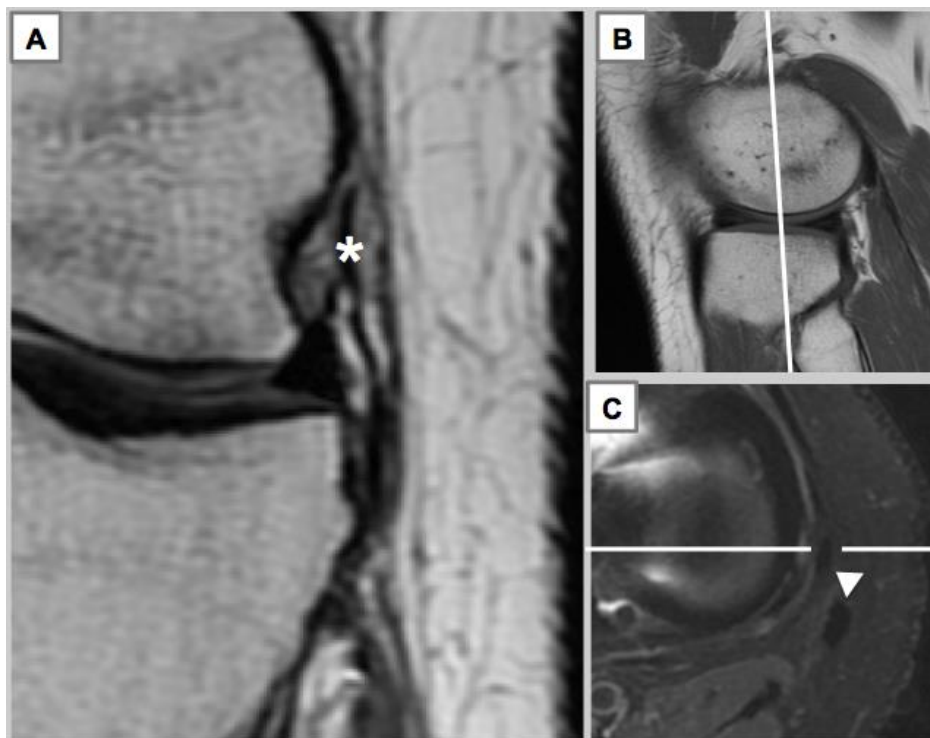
Ressonância magnética na sequência em densidade de prótons (A) mostrando com clareza o ligamento anterolateral do joelho (asterisco). Sequência sagital em T1 (B) e axial e em T2 com saturação de gordura (C), com linhas mostrando a localização na qual o ligamento consegue ser visualizado. É possível identificar o ligamento no plano axial como uma estrutura fina de baixo sinal anterior ao ligamento colateral lateral
